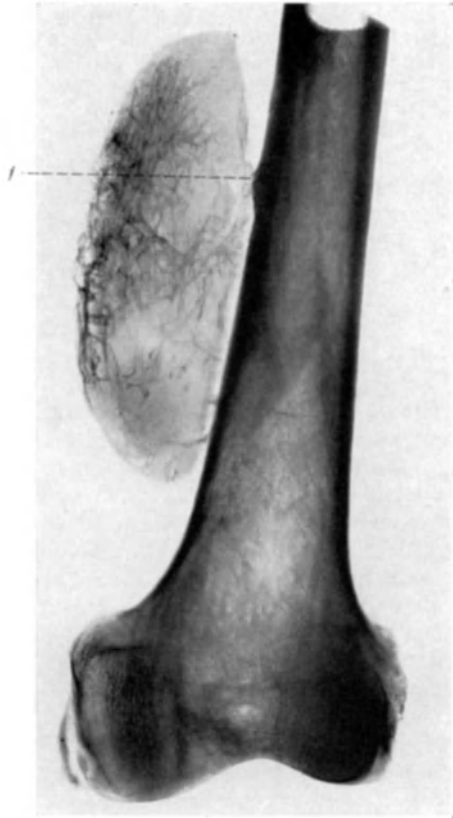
Dasselbe wie Abb. 23. Röntgenbild. Dichte Knochengitter im Lipom. *f* Haftstelle („Knochenfußchen“) des Lipoms an der Knochenoberfläche.
